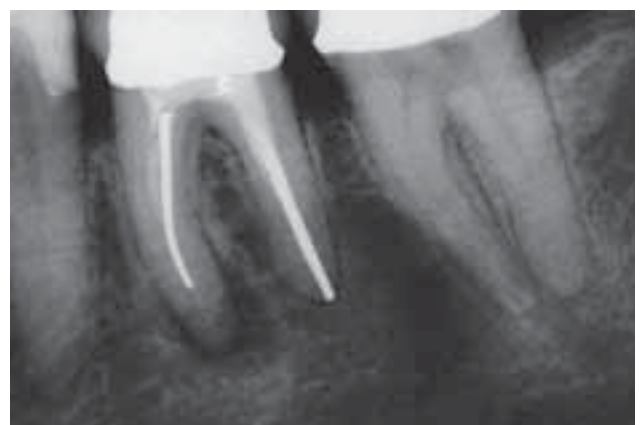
Präoperative Röntgenaufnahme einer apikalen Läsion an der mesialen Wurzel von 36.
